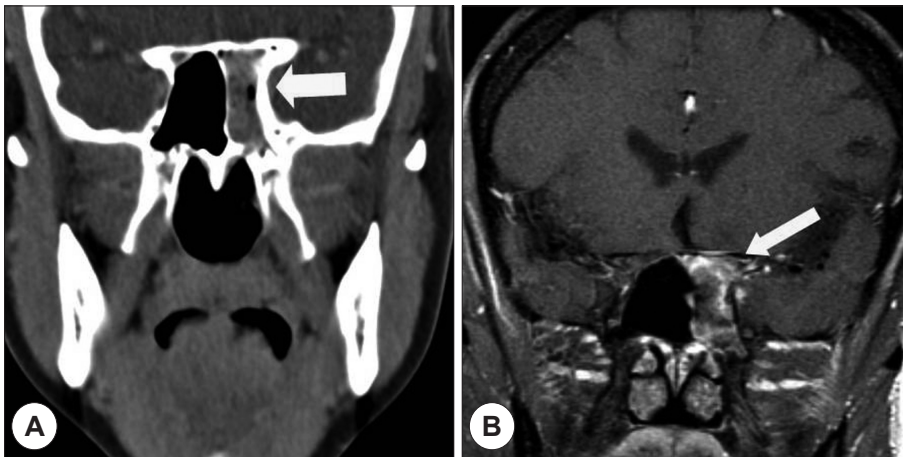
A : Preoperative coronal CT scan showing a ovoid shaped homogenous density lesion destructing superior and lateral wall of left sphenoid sinus (arrow). B : Preoperative coronal MR T2-weighted image showing a high signal density in left sphenoid sinus (arrow).
